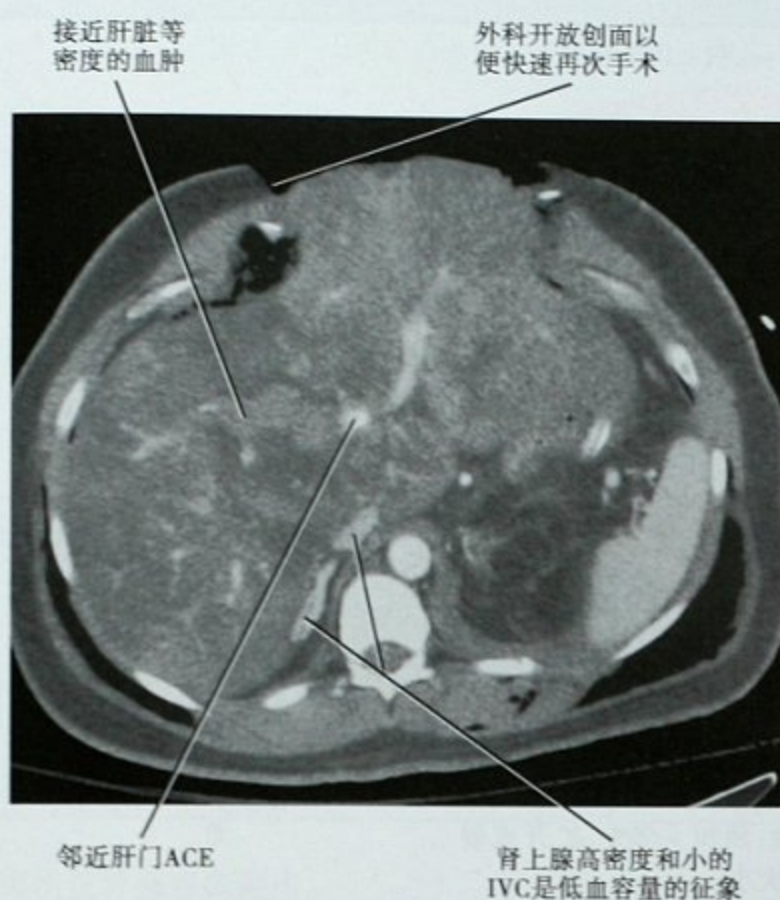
被汽车撞伤的行人。立即剖腹探查,但未能成功控制肝脏的出血。术后腹部增强CT显示左肝活动性出血。血管造影证实左肝动脉的分支活动性出血,通过介入治疗成功止血
